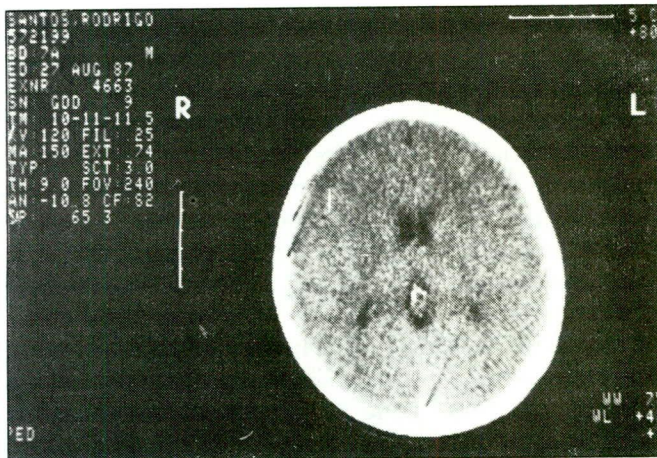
Tomografia computadorizada de crânio (agosto de 1987).
